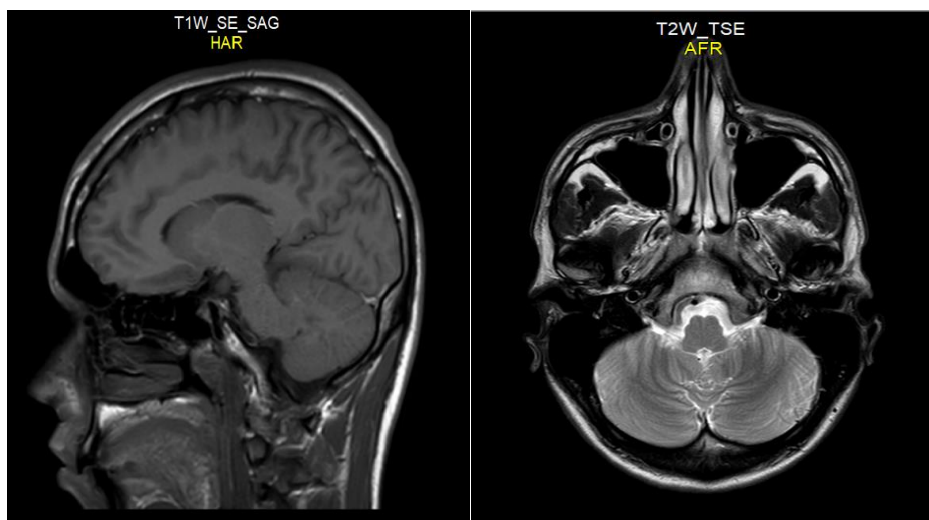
Resonancia magnética de encéfalo donde no se observan signos de isquemia, hemorragia o masas ocupantes de espacio.
